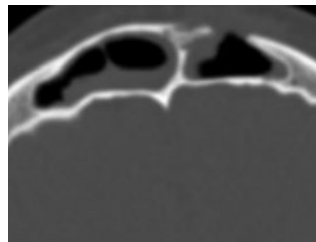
КТ лицевого отдела черепа от 23.09.2021. Формирование секвестра в проекции передней стенки левой и частично правой лобной пазух
